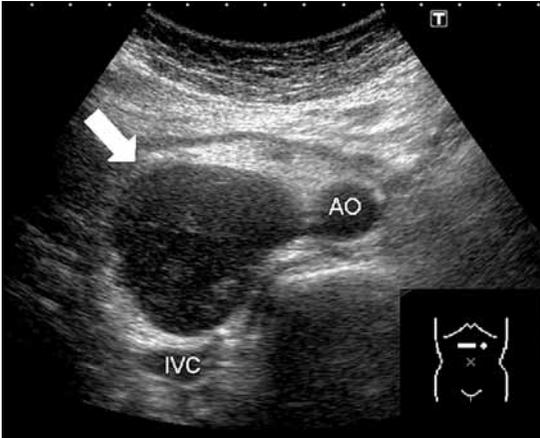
腹部超音波検査：肝下方，膵レベルの大動脈右側，下大静脈前面に最大径80mm大の腫瘍（矢印）を認めた。
